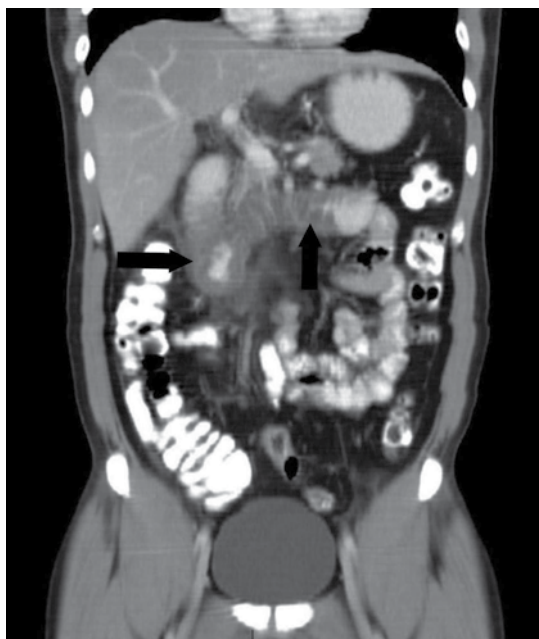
Reconstrucción coronal de la tomografía abdominal con medio de contraste intravenoso y por vía oral, que muestra engrosamiento de la pared de la segunda y tercera porción del duodeno.
